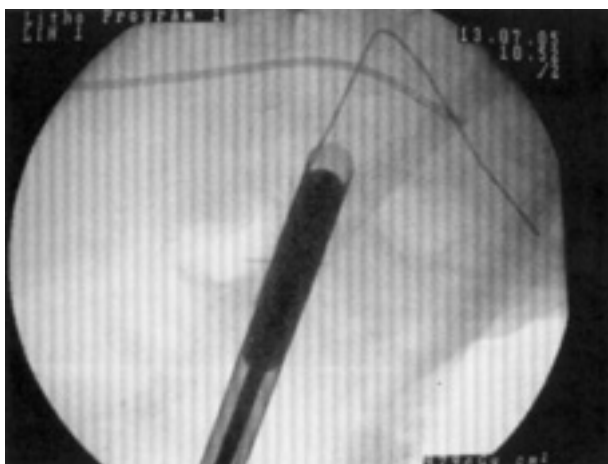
Криогемостаз раневого канала (рентгенологическая картина).
